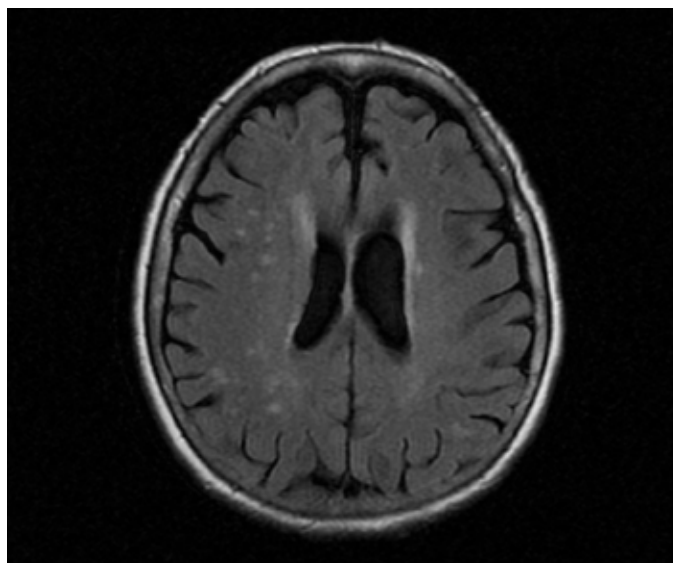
Corte axial de RMN cerebral en secuencia T2 FLAIR, presenta leucoaraiosis y refuerzo periventricular.
